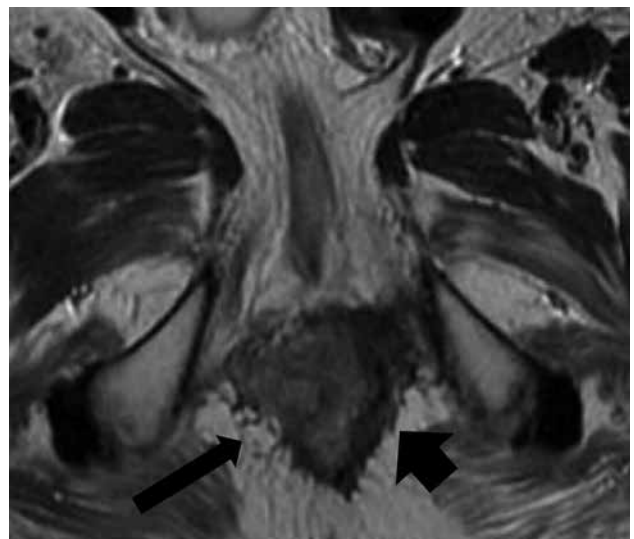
RM AR, secuencia axial T2. Señal gris intermedia correspondiente a persistencia tumoral (flecha larga) frente a áreas de fibrosis (flecha corta).
